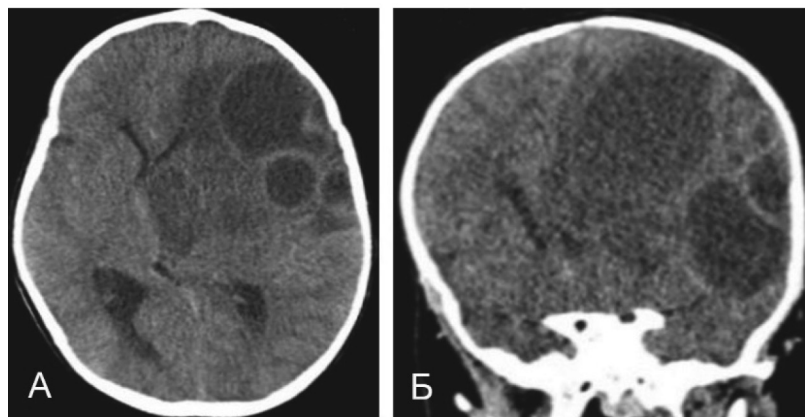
КТ головного мозга пациента Д., 2 года, без контрастирования, в аксиальной (А) и коронарной (Б) проекциях.
